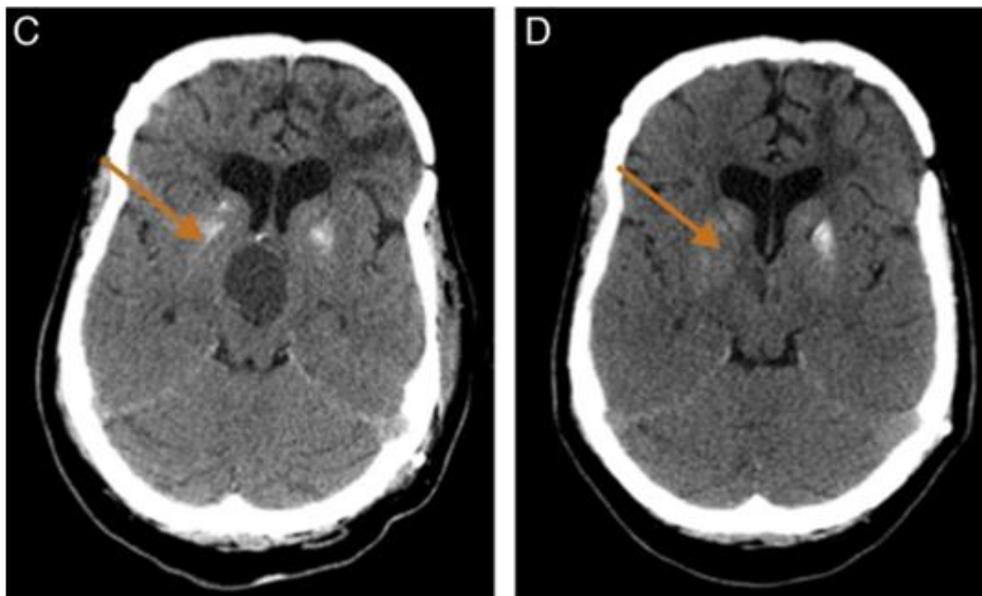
Figura N °24: C: corte axial de la TC pre tratamiento en el que se observa una lesión redondeada, hipodensa y de semiología quística en la región supraselar (flecha) correspondiente al Craneofaringioma quístico. D: corte axial de la TC craneal después de la irradiación intraquística, el cual muestra una reducción muy significativa del volumen del quiste (flecha).
